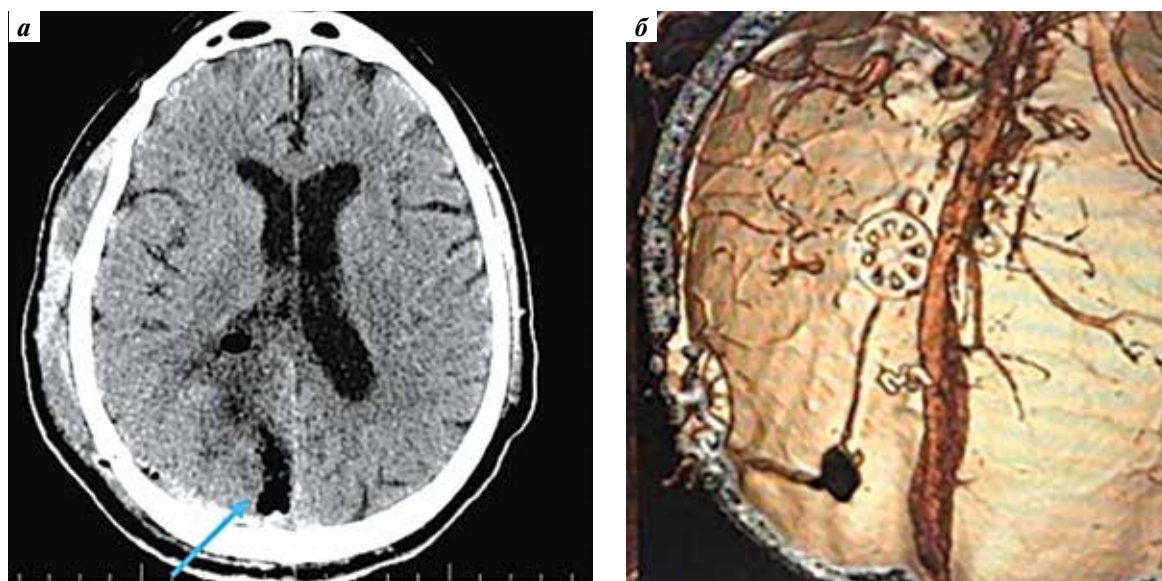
КТ головного мозга и КТ-ангиография церебральных артерий (послеоперационный контроль). КТ головного мозга (а): минимальные изменения в области оперативного вмешательства; поперечной и аксиальной дислокации нет; область гематомы (стрелка). КТ-ангиография сосудов головного мозга (б): представлена внутренняя поверхность свода черепа; патологии интракраниальных сосудов головного мозга не выявлено; дАВФ иссечена тотально
